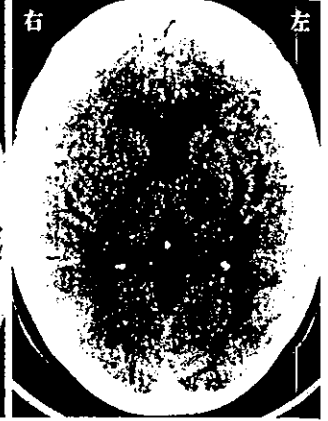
5 基底核の小梗塞と陳旧性脳出血の CT 像
